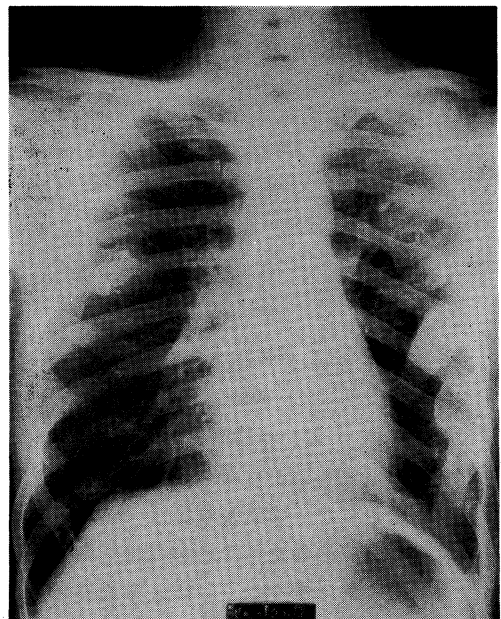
Radiograph of the chest
